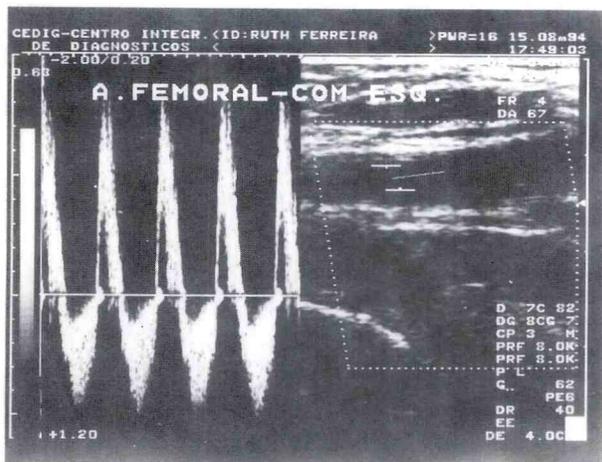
Doppler pulsado de artéria femoral, mostrando positividade ampla na sístole e fase diastólica com breve negatividade com nova positividade no final.
